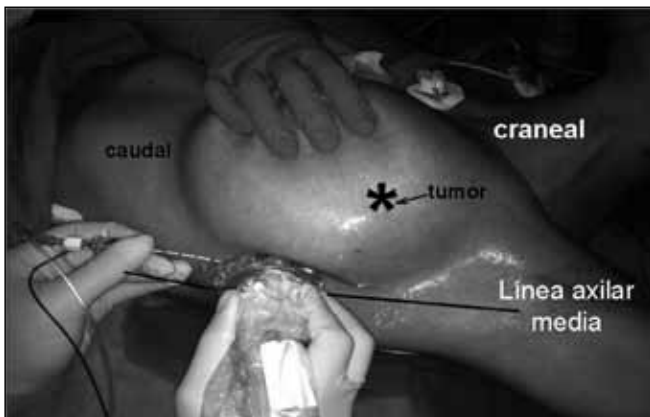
Sonda lineal de ultrasonido colocada en la línea axilar media.
